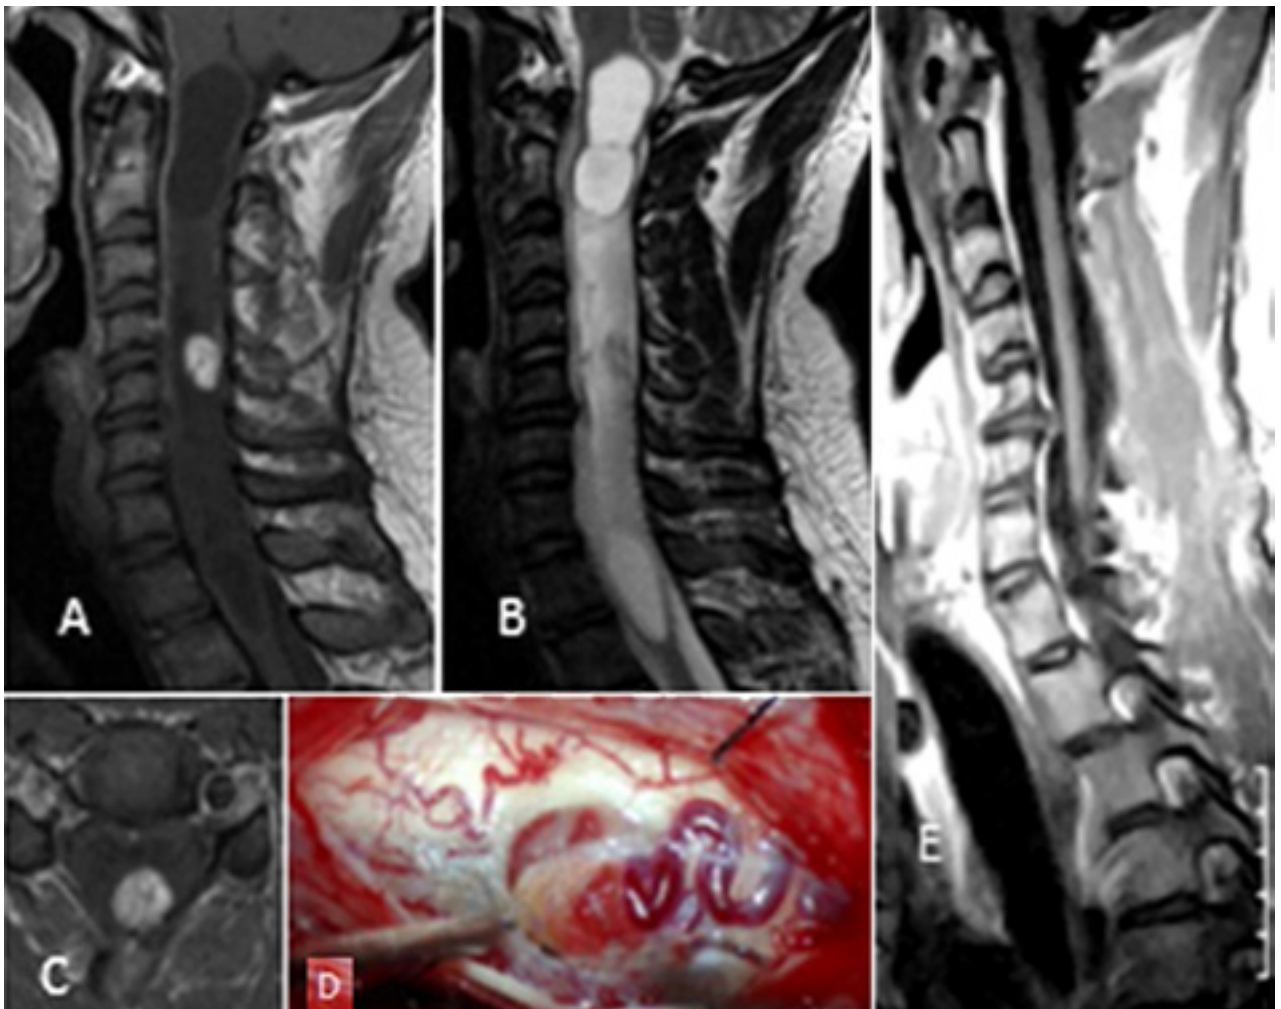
Hemangioblastoma cervical. A-C) RM prequirúrgica T1 con contraste axial y sagital/ T2 sagital. D) Imagen intraoperatoria. E) RM posoperatoria T1 con contraste corte sagital. Tomado de Cervio A et al, "Tratamiento quirúrgico de los hemangioblastomas del sistema nervioso central".
